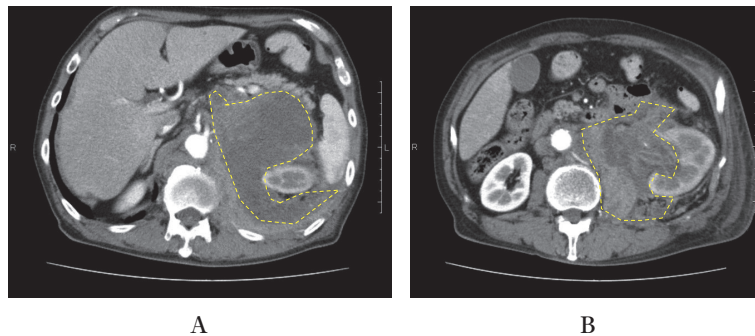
A, B: CT findings on admission
